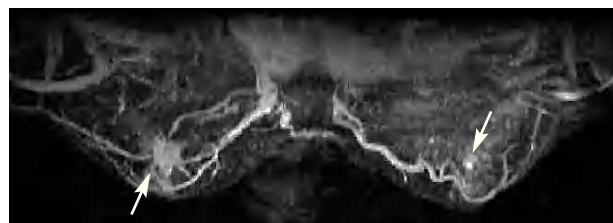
Resonancia magnética bilateral. Se aprecia una lesión nodular espiculada en línea intercuadrántica (LIC) superior de la mama derecha con patrón de captación sugestivo de malignidad, y que se extiende caudalmente a través de la LIC inferior en presencia de pequeños nódulos satélite con patrones de captación similares (flecha). La lesión nodular principal alcanza unos 14 mm de diámetro mayor, mientras que el conjunto de las lesiones satélite alcanzan unos 15 mm. En la mama izquierda se aprecian captaciones significativas en fase arterial, en presencia de un pequeño nódulo mal delimitado, con un patrón de captación sugestivo de malignidad y varias lesiones satélite que se extienden caudalmente al igual que en la mama derecha. Estas lesiones están en el cuadrante inferoexterno en proximidad de la LIC inferior, a unos 2,5 cm del pezón (flecha).
